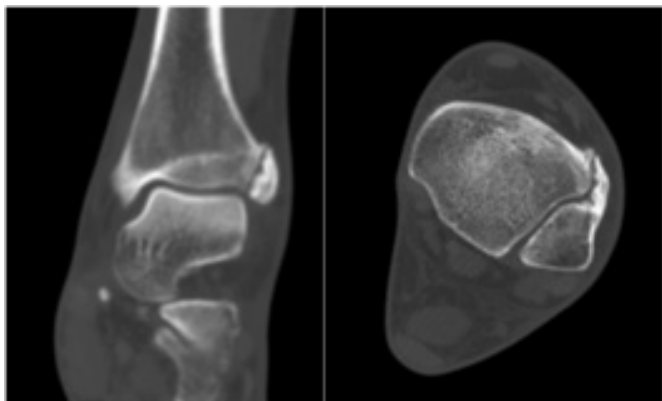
Tomografia Computorizada do tornozelo direito: sinostose (ósseo-cartilaginosa) a nível da sindesmose anterior.
